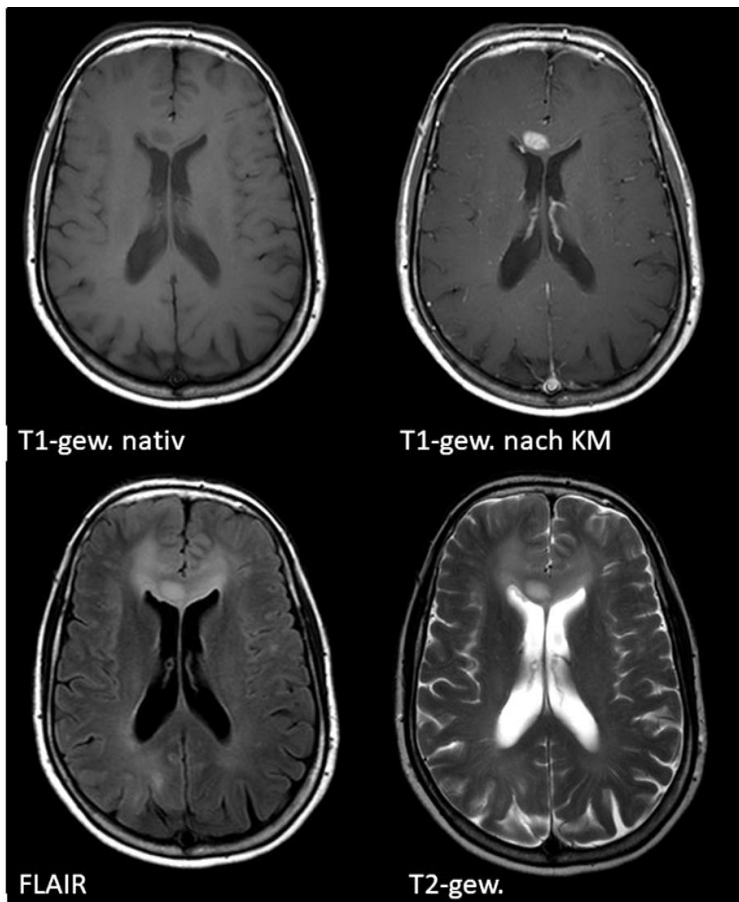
Axiale MRT-Schnittbilder in T1-Gewichtung vor und nach Kontrastmittelgabe (oben), FLAIR und T2-Gewichtung (unten). Zur Darstellung kommt ein Tumor vor Operation im rechten Frontallappen auf Höhe des Forceps frontalis.
